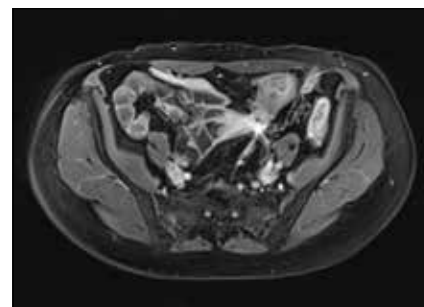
Fistule iléo-colique en pondération T1 après injection de Gadolinium en Entéro-IRM
